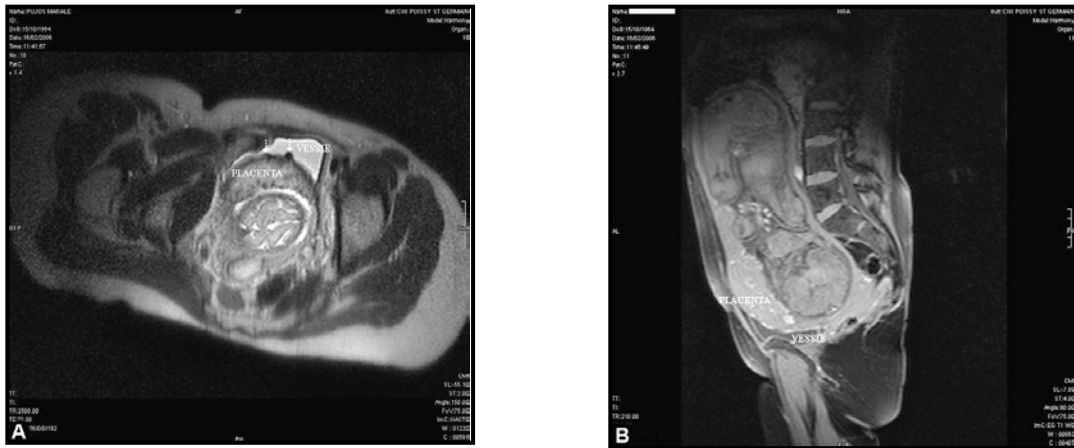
Imagerie IRM du placenta percreta avec atteinte vésicale (séquence T2).
